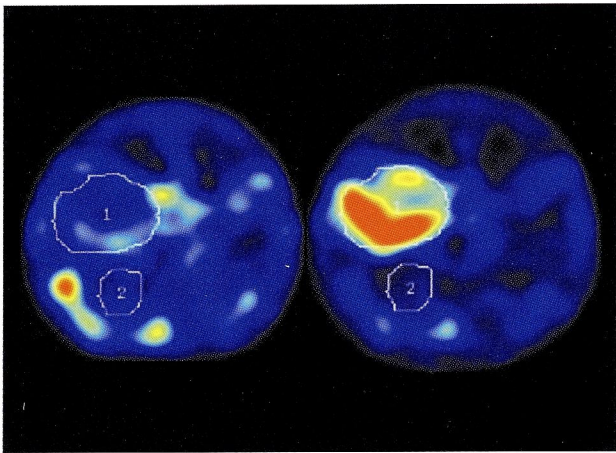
$^{99\text{m}}\text{Tc}$ -HSAD SPECT
